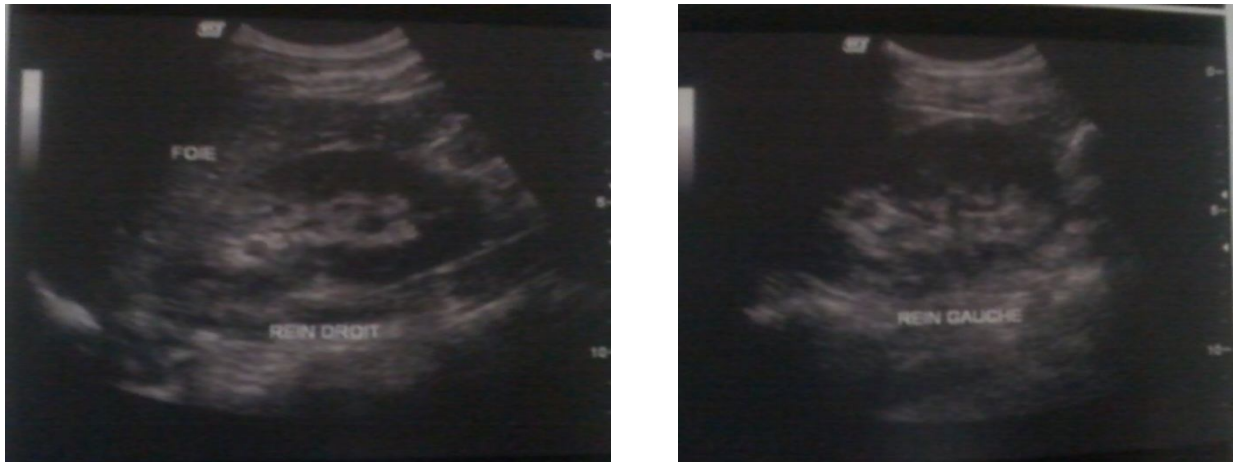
présence des deux reins à l'échographie.
